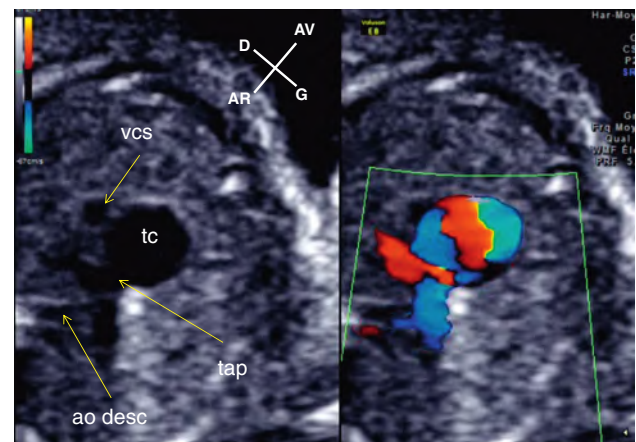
Tronc artériel commun en incidence transverse en mode 2D et Doppler couleur. Le tronc de l'artère pulmonaire (tap) naît de la face postérieure du tronc commun (tc) et se divise en deux branches. ao desc : aorte descendante; vcs : veine cave supérieure.
